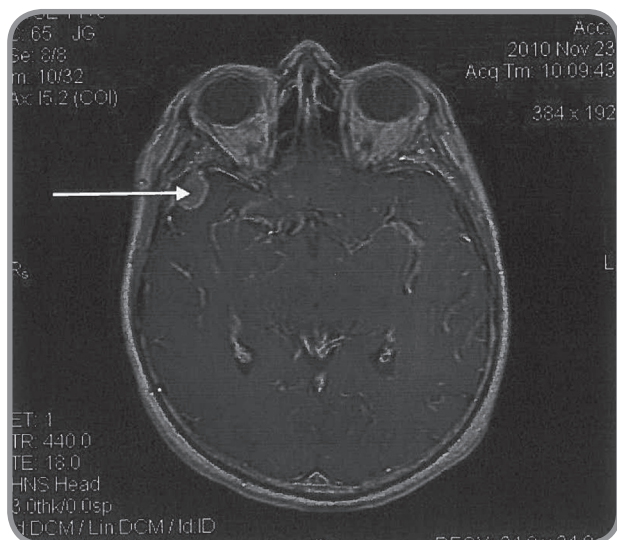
Больная Ч. МРТ головного мозга с контрастным усилением (до лечения). Аксиальный срез (опухоль отмечена стрелкой)
